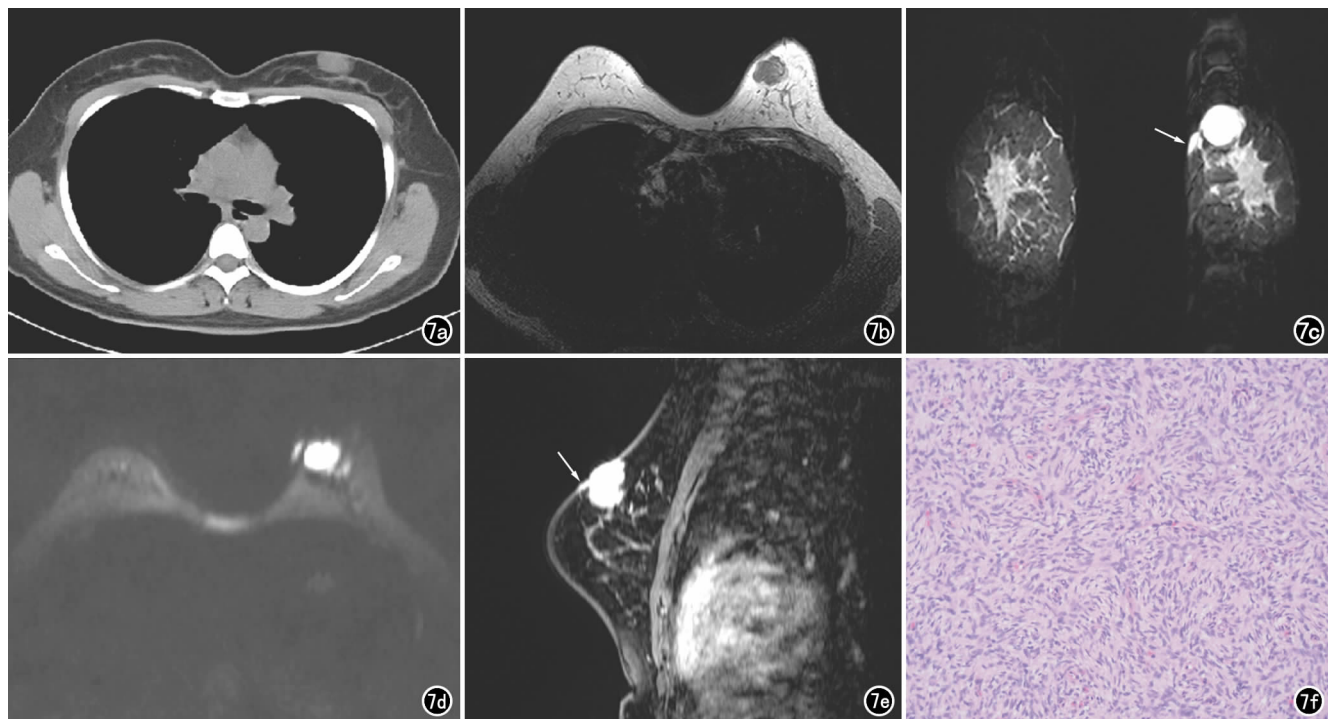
原发 DFSP 患者,女,29 岁,病程 5 年。a) 胸部 CT 平扫示左乳皮下卵圆形稍低密度影,其内密度均匀,边界较清晰; b) 横轴面平扫 T_1 WI 示浅分叶状不均匀稍低信号肿块影; c) 冠状面 T_2 WI 抑脂序列图像示高信号肿块影,周围皮下可见卫星灶(箭); d) DWI 示肿块及卫星灶呈高信号; e) 矢状面 T_1 WI 增强扫描抑脂序列图像示不规则浅分叶肿块呈明显均匀强化,周围皮肤稍增厚并明显强化(箭); f) 镜下示梭形或短梭形瘤细胞呈车辐状排列或有席纹状排列的趋势($\times 100$, HE)。
